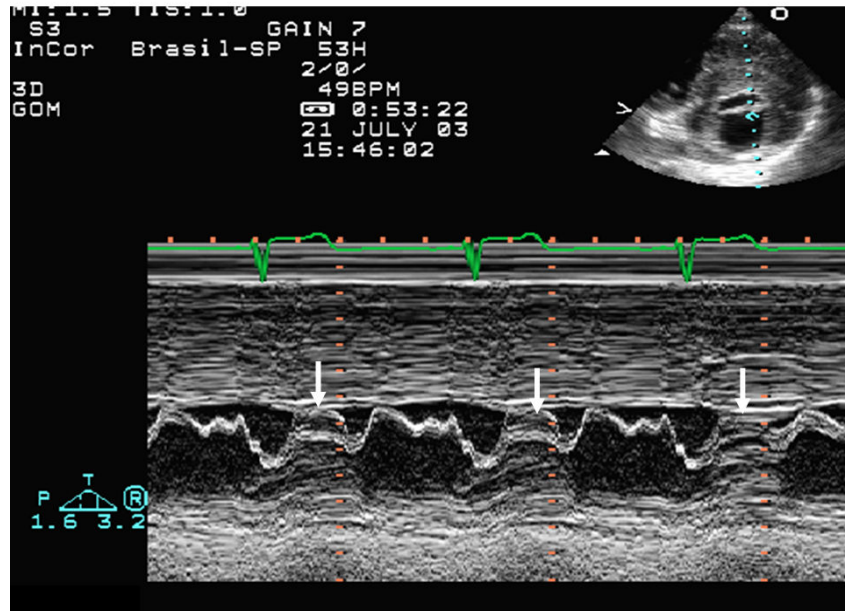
Movimento anterior sistólico da cúspide anterior da valva mitral observado a ecocardiografia modo M (setas)
